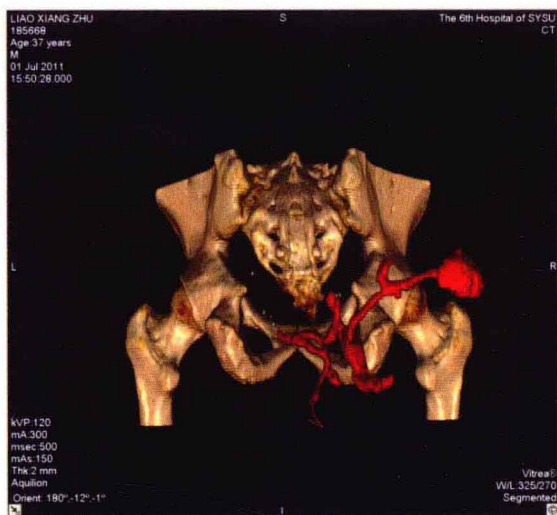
复杂肛瘻的 CT 造影检查，可见非常复杂的分支瘘管及脓腔
